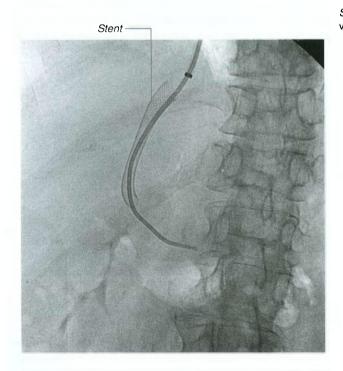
Posição de um *stent* na comunicação portossistêmica transjugular intrahepática. Radiografia.
